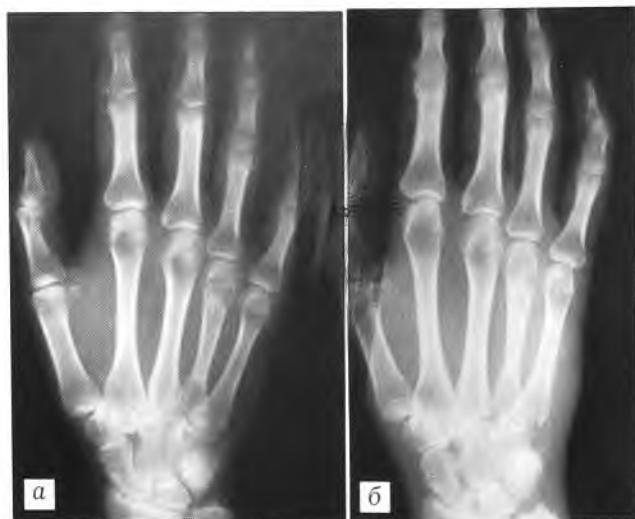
Рентгенограммы больной П. 24 лет. Диагноз: хондрома IV пястной кости.
